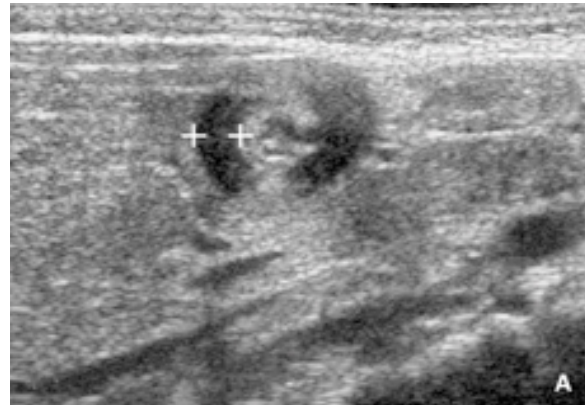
ultrason (les croix indiquent l'épaisseur de la couche musculaire pylorique) *
